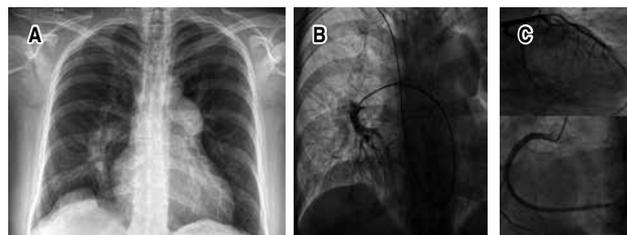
A) Radiografía de tórax posteroanterior. B) Cateterismo cardiaco derecho. C) Cateterismo cardiaco izquierdo.
